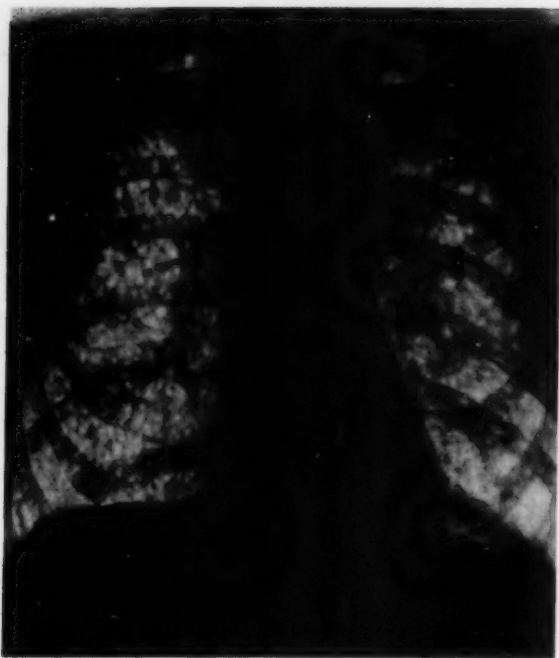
(Röntgenbefund v. 19. 8. 1948): Ausgedehnte grobfleckig bis wolkige Schattenflecke, diffus über beide Lungenfelder verteilt. Zwerchfelle beiderseits o. B. Sin. phren. cost. bds. frei. Herz und Gefäßband dem Alter entsprechend.
